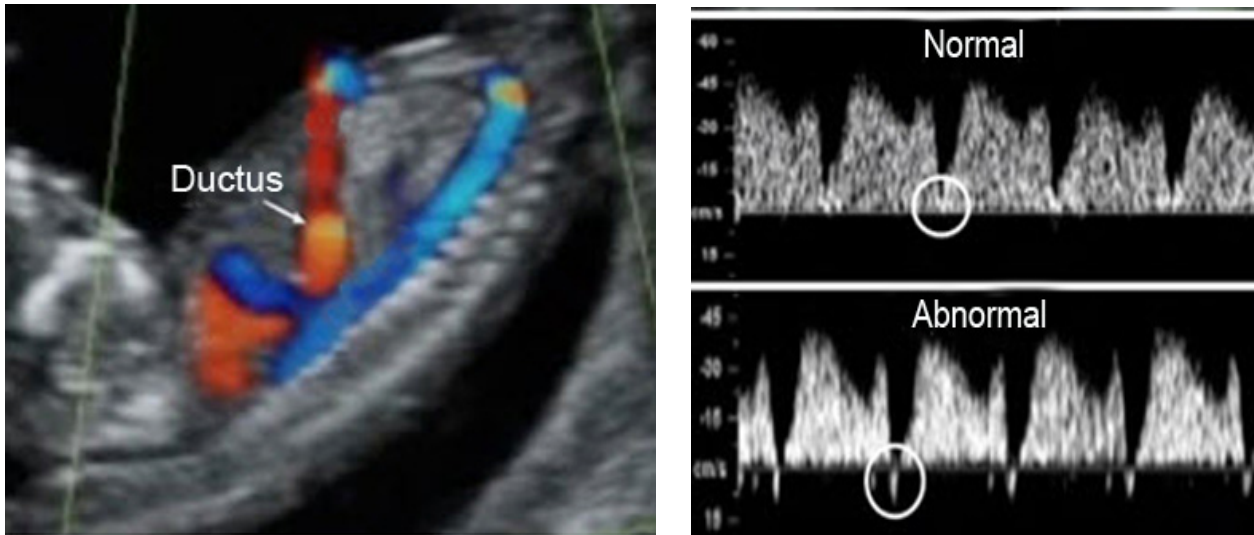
Darstellung des Ductus venosus im Farbdoppler, rechts mit normaler positiver und abnormaler negativer A-Welle.
